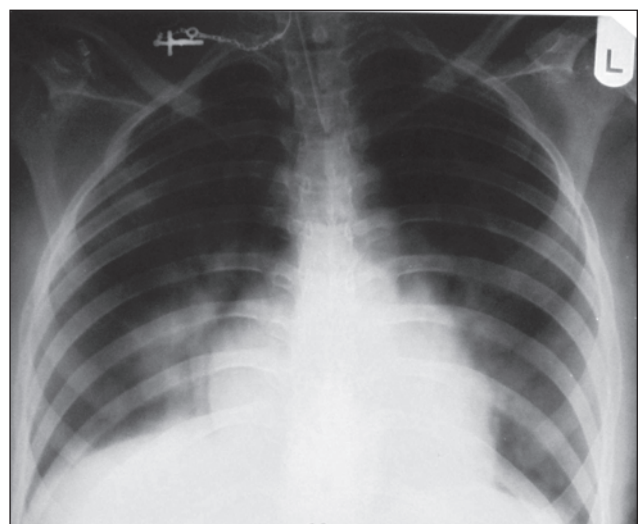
Рентгенограмма легких: TRALI-синдром, пятые сутки. На снимке отмечается усиление легочного рисунка. Легочные инфильтраты и явления фиброза отсутствуют
